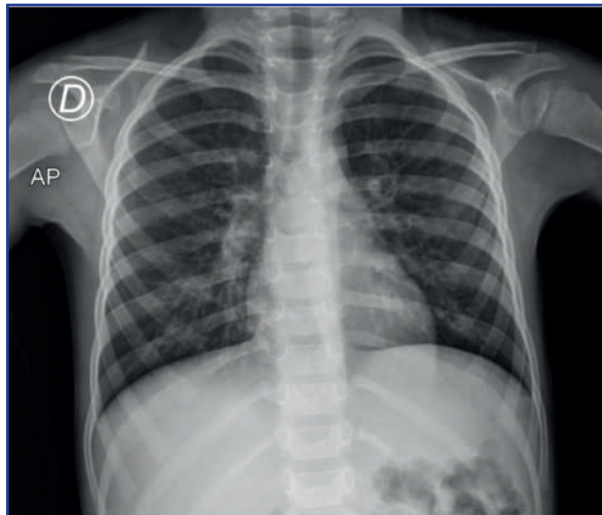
Paciente masculino con fiebre y disnea. Radiografía anteroposterior en la que se observan los hallazgos sutiles en región perihiliar bilateral, caracterizados por algunas radiopacidades reticulares y mayor densidad de ambos hilios, algunos describen este patrón como “pulmón sucio”. Fuente: Archivo radiológico del Instituto Nacional de Enfermedades Respiratorias Ismael Cosío Villegas.
